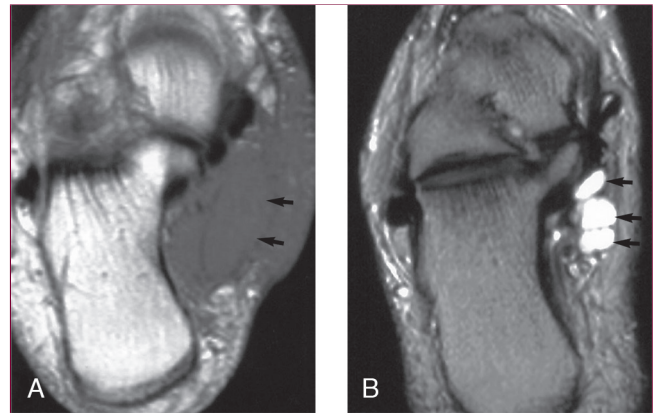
Lesiones expansivas/compresivas del túnel tarsiano. A, Resonancia magnética (RM) axial ponderada en T1 que muestra un área de intensidad de señal intermedia (flechas) dentro del túnel tarsiano, que representa un linfoma. B, RM axial ponderada en T2 que muestra un área multibancada de alta intensidad de señal (flechas) dentro del túnel tarsiano, que representa un ganglión. (Reproducida de: Recht MP, Donley BG. Magnetic resonance imaging of the foot and ankle. *J Am Acad Orthop Surg* 2001; 9[3]: 187-199.)
